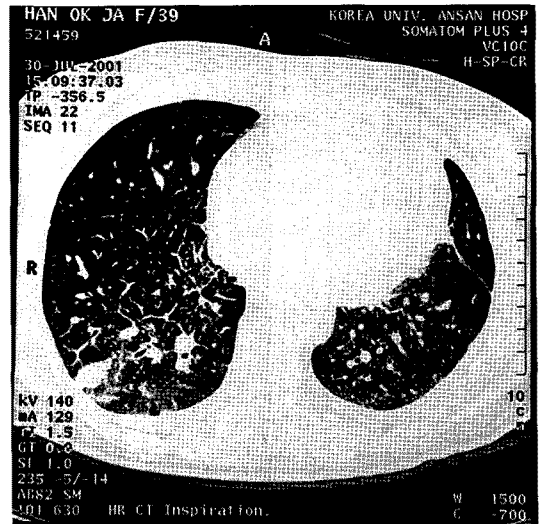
Preoperative CT scan shows nodules on both lower lobes.
